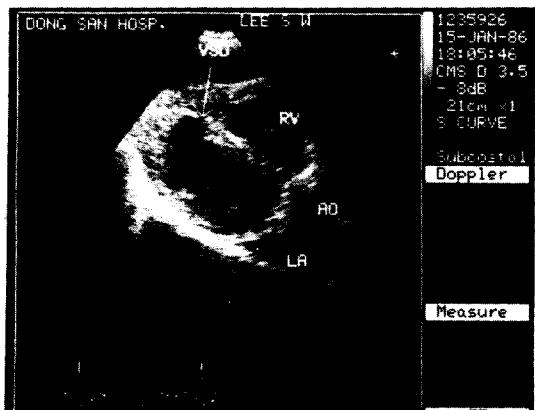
Preoperative two dimensional echocardiogram shows large muscular interventricular septal defect near the apex.
